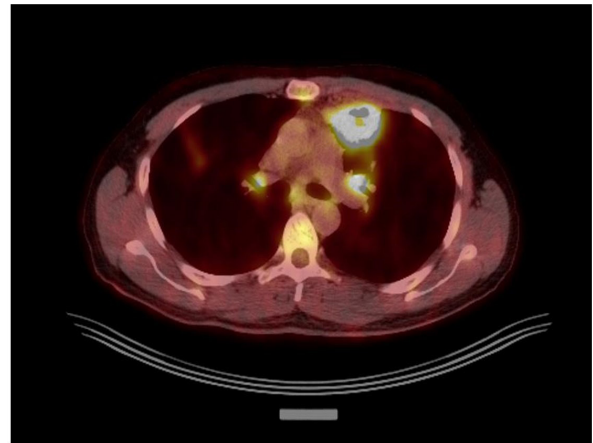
Prominent cavitary lesion on PET-CT with increased metabolic activity.
